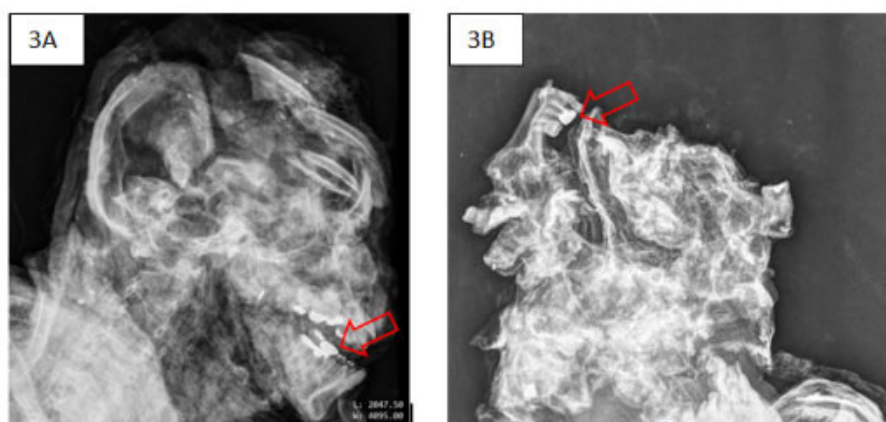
A) Radiografia de crânio em perfil. Mandíbula e maxila evidenciando material restaurador em molares inferiores, indicado pela seta vermelha. B) Radiografia de fragmentos de crânio. Presença de restauração odontológica em um dos molares inferiores, indicado pela seta vermelha.
